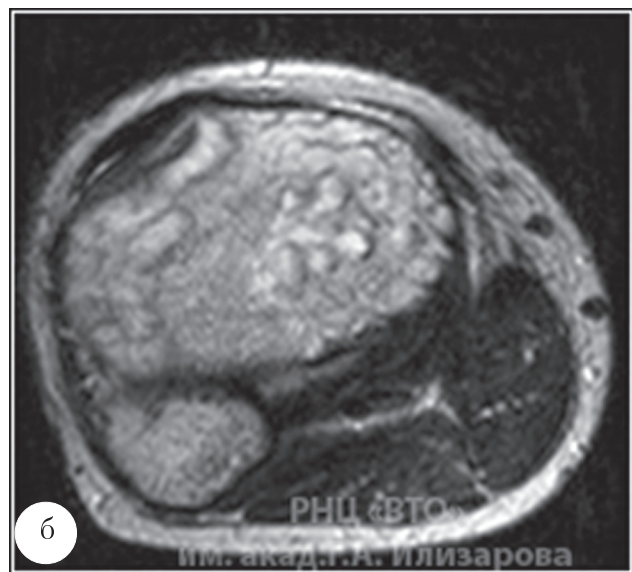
МРТ, t2 tse обоих коленных суставов больного Д., 15 лет, после двухэтапного устранения деформаций бедра и голени методом чрескостного дистракционного остеосинтеза: а – в корональной; б – аксиальной плоскостях.
